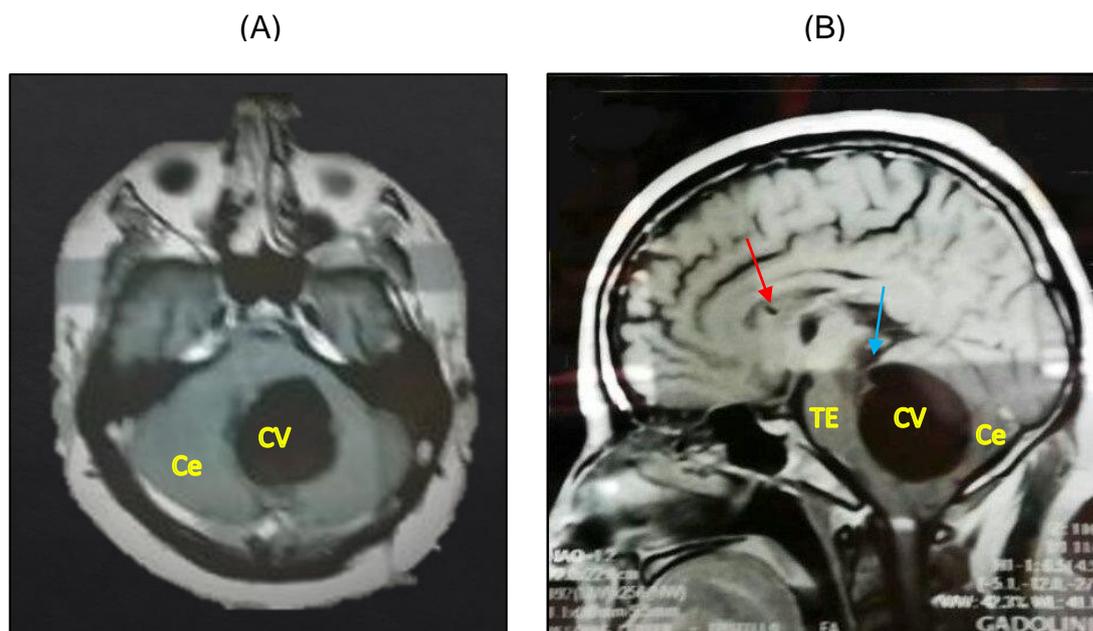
Resonancia magnética nuclear con contraste, (A) corte axial en T1, muestra un cuarto ventrículo (CV) de gran volumen provocando deformación del tronco encefálico y cerebelo, (B) corte sagital, la flecha azul muestra estenosis del acueducto de Silvio, colapso del sistema supratentorial, con un cuarto ventrículo (CV) de gran volumen, que provoca desplazamiento posterior del tronco encefálico (TE) y cerebelo (Ce). La flecha roja señala la entrada de una sonda hacia uno de los ventrículos laterales.
